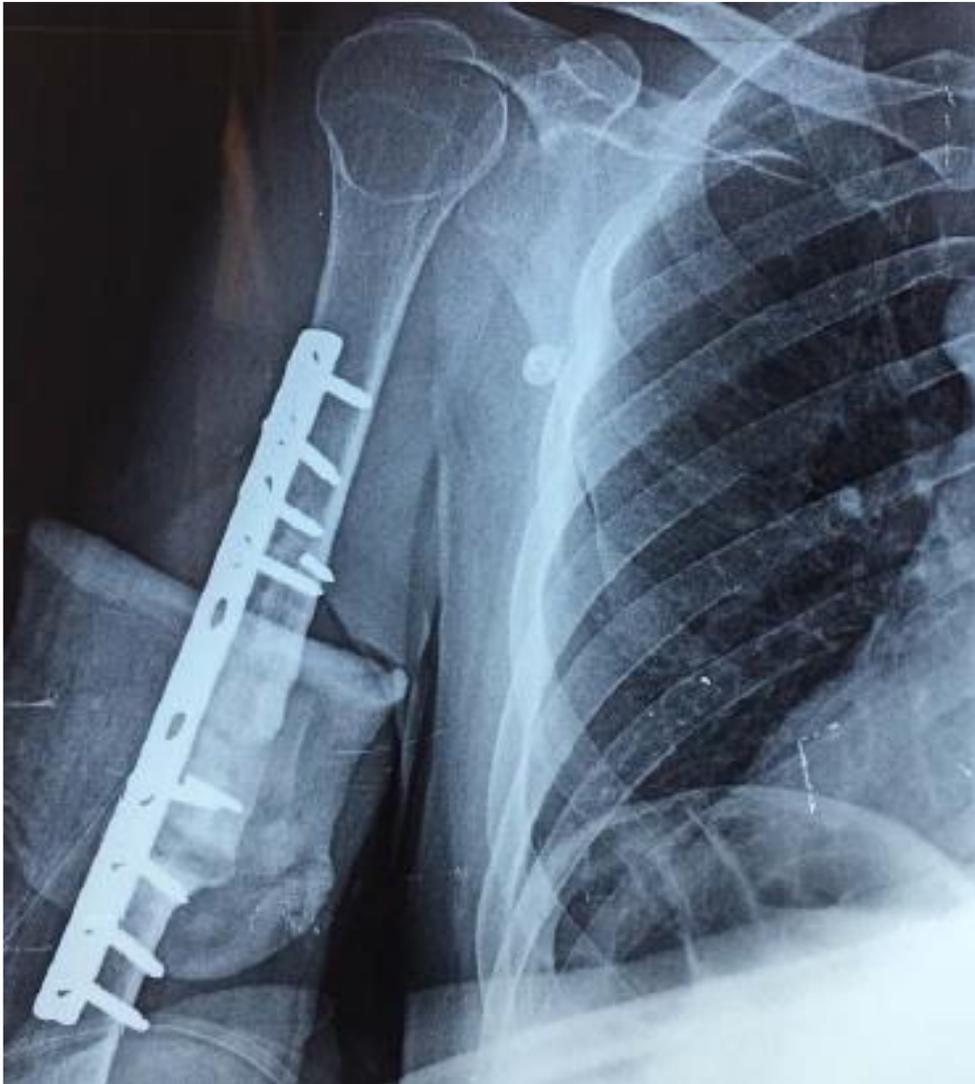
Radiographie post opératoire montrant le montage final [9]
